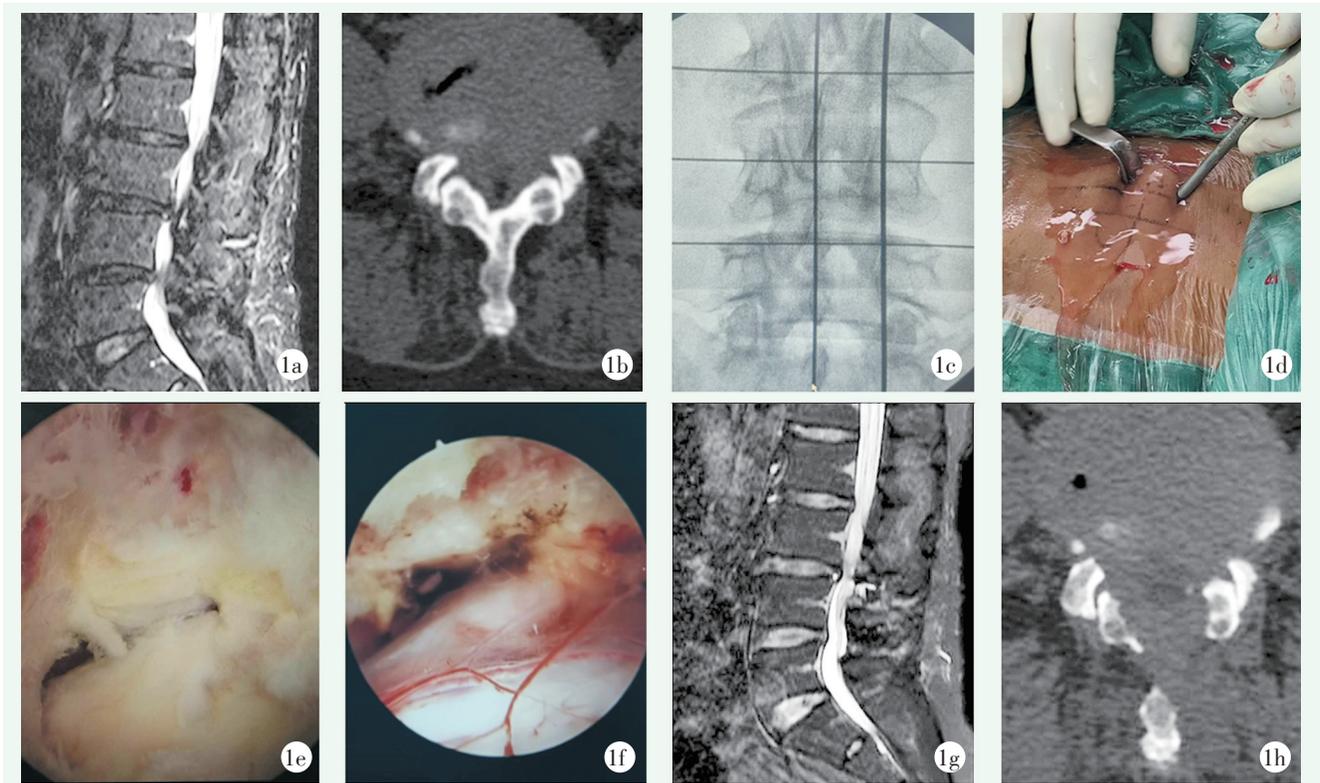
患者, 女, 58岁, L_{3/4}、L_{4/5}椎管狭窄症 1a: 术前腰椎矢状位MRI示L_{3/4}、L_{4/5}椎管狭窄 1b: 术前腰椎横断面CT示L_{4/5}椎管狭窄 1c: 术中C臂管X线机透视定位切口位置 1d: 术中建立双通道, 保持出水通畅是关键 1e: 过顶技术进行对侧减压 1f: 对侧侧隐窝充分减压, 神经根松解 1g: 术后腰椎矢状位MRI示L_{3/4}、L_{4/5}椎管减压 1h: 术后腰椎横断面CT示椎管减压范围
